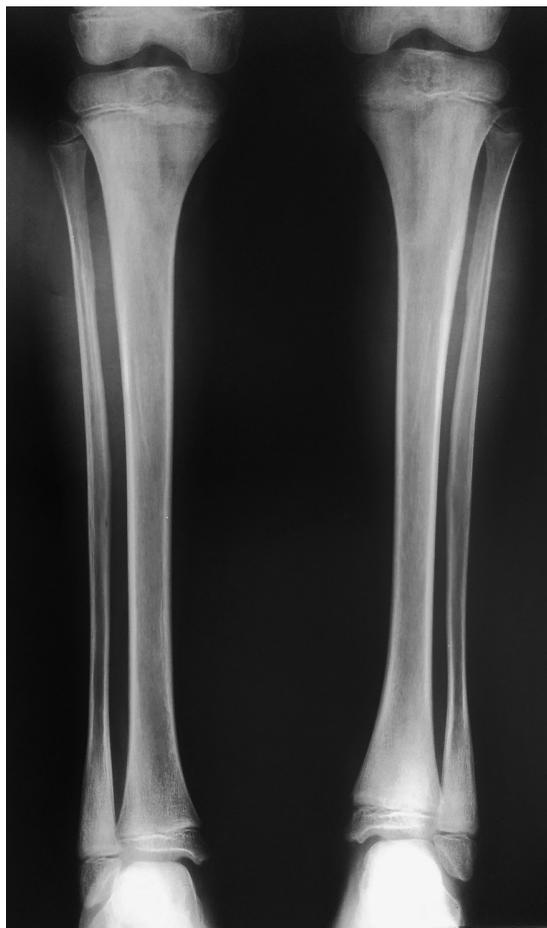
En radiografías de miembros inferiores realizadas a los 7 años de edad se observan, en tibia y peroné, zonas radiolúcidas metafisarias proximales descritas como “lenguas metafisarias radiolúcidas” y hojaldrado del periostio, signo de periostitis.
